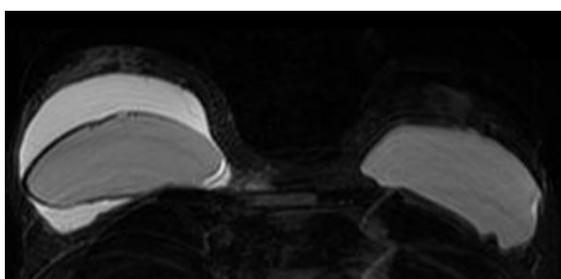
RM de mama en plano transversal de secuencia potenciada en T2. Colección de líquido alrededor del implante.
